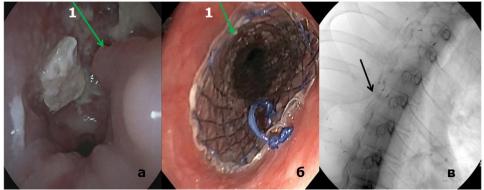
Опухоль пищевода, состояние после стентирования: а - опухолевый стеноз пищевода, 1 - инфильтративная опухоль, суживающая просвет пищевода; б - эндоскопическая картина после стентирования пищевода, 1 - пищеводный стент; в - рентгенограмма положения стента в просвете пищевода. Стент (стрелка)
